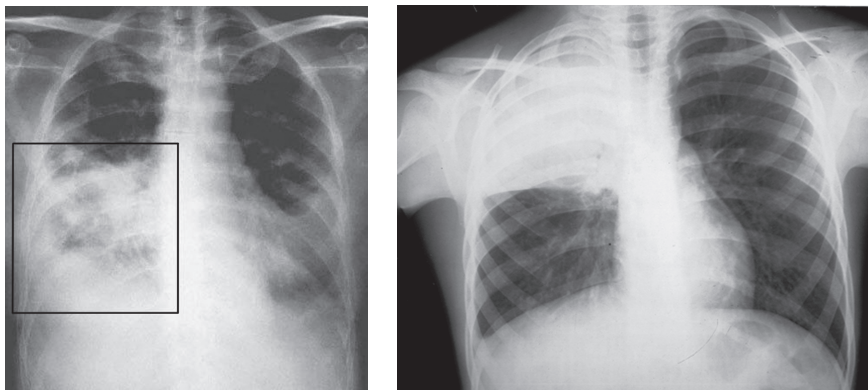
Рентгенограмма при крупозной пневмонии
